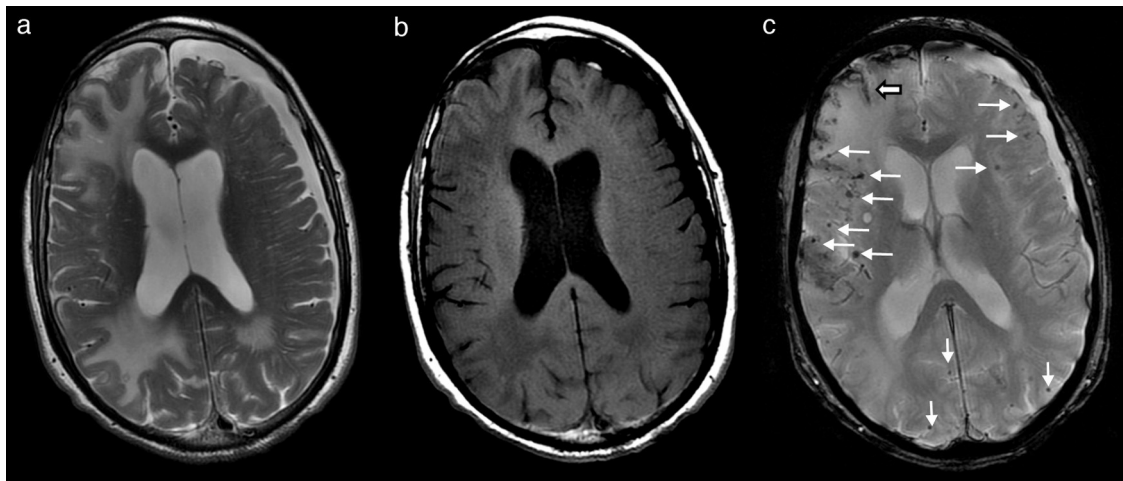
RM cerebral que muestra lesiones hiperintensas en T2 (a) e hipointensas en T1 (b), correspondientes a amplias áreas de edema vasogénico subcortical occipitoparietal y frontal derecho, y de forma más limitada parietooccipital izquierdo. En secuencia eco de gradiente potenciada en T2* (c) se observan múltiples focos de depósito siderótico milimétricos, de predominio cortical difusos (flechas finas) y restos de siderosis leptomenínea subaracnoidea (flecha gruesa). Existe una atrofia corticosubcortical con marcada dilatación involutiva de espacios perivasculares de Virchow-Robin y un higroma subdural frontoparietal izquierdo.
